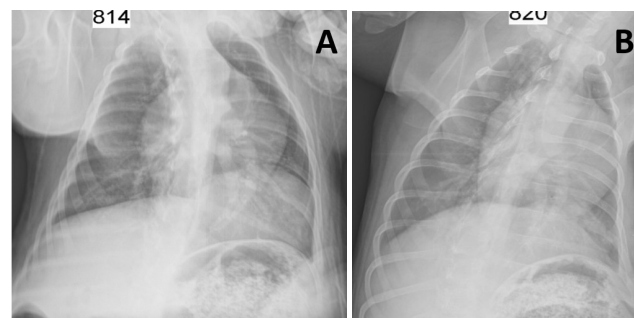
Radiografie toracică a animalelor de laborator efectuată la 60 de zile postoperator: A – eventrația hemidiafragmului stâng (lotul 1); B – configurație normală a hemidiafragmului stâng (lotul 3)
